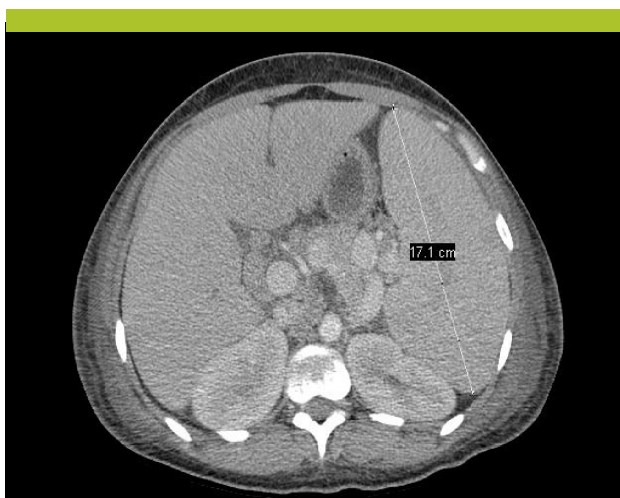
CT-scan abdominal injecté
